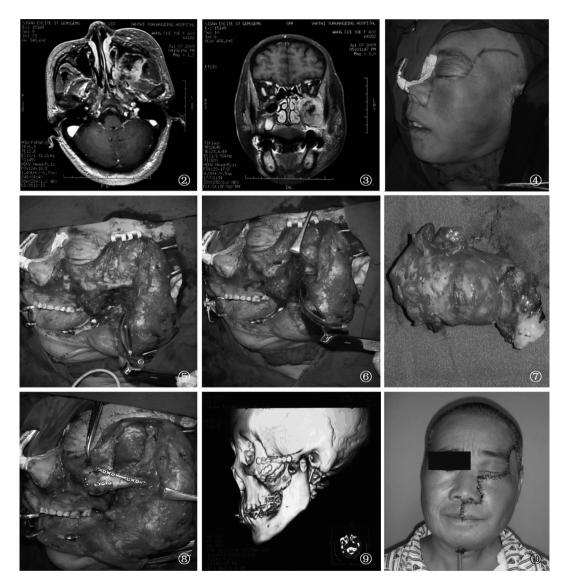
MRI 轴位示左侧颞下窝肿瘤 图 3 MRI 冠状位示左侧颞下窝肿瘤 图 4 手术切口设计 图 5 利用切口暴露肿瘤 图 6 颧弓截骨暴露肿瘤 图 7 肿瘤标本 图 8 颧骨复位 图 9 术后 CT 三维重建 图 10 术后 1 周复查
